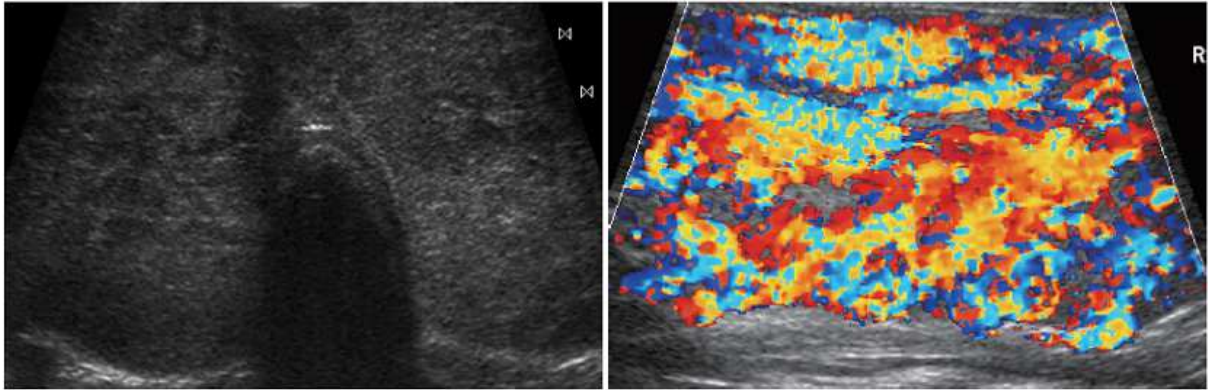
Image échographique transversale de la thyroïde chez une patiente de 17 ans atteinte de la maladie de Basedow qui montre un goitre avec une augmentation de l'échogénicité de la glande. Le Doppler couleur montre l'hypervascularisation. (36)
